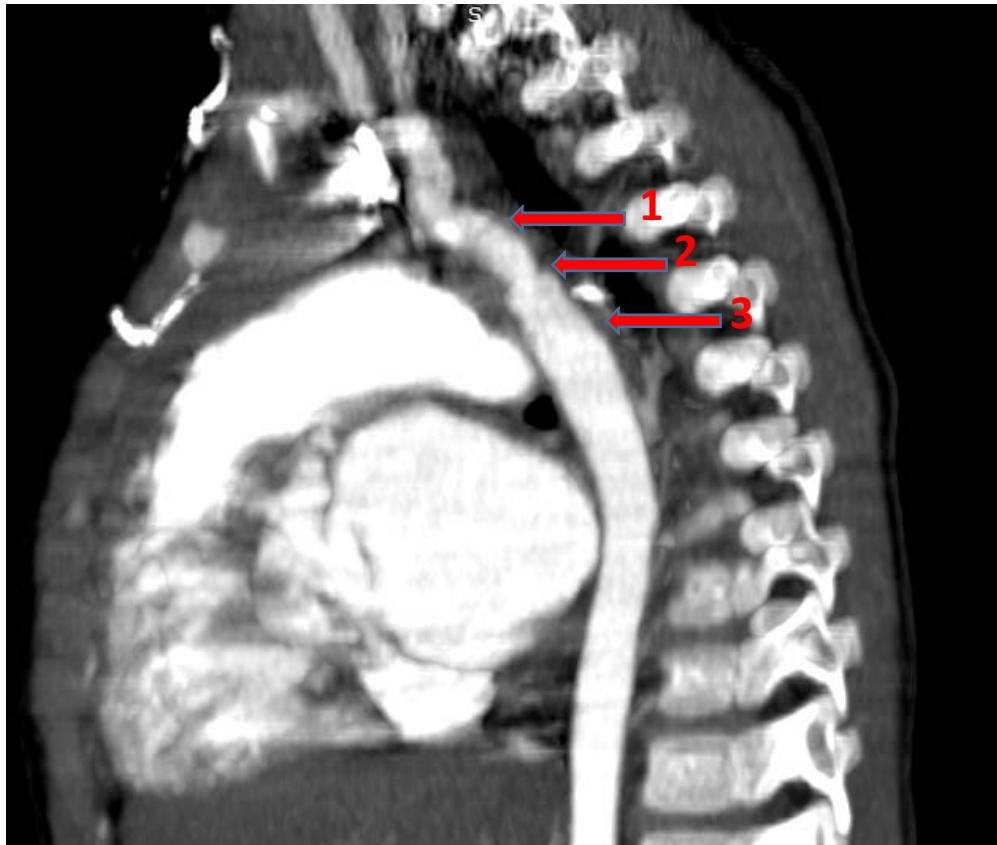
TDM thoracique, coupe sagittale, en reconstruction MIP : Coarctation de l'aorte descendante chez une patiente de 3 ans (service de radiologie CHU Mohamed VI Marrakech).
